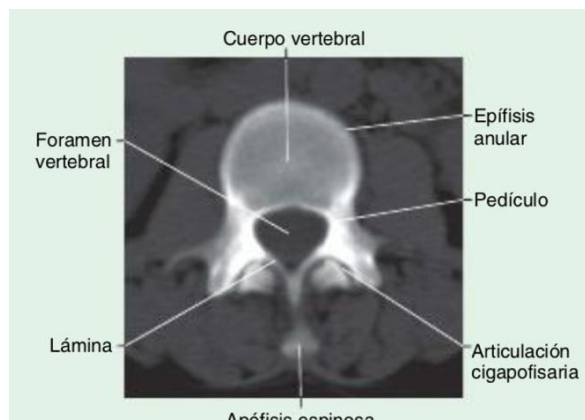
CT columna lumbar. Ventana ósea. Unión facetaria entre dos vertebrales. Fuente: Anatomía clínica pro 2da edición 2012. (1)
